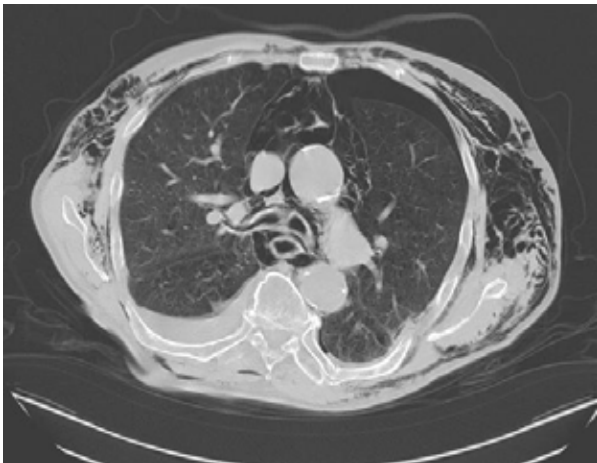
CT-Thorax: Pneumothorax, Mediastinalemphysem und Hautemphysem
